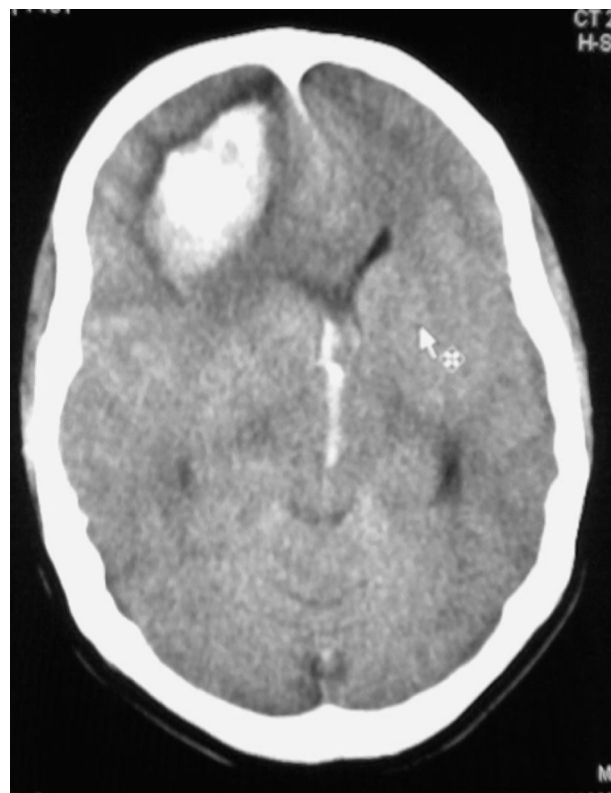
Tomografía simple de cráneo mostrando hematoma intracerebral frontoparietal derecho con gran efecto de masa y signos de herniación subfalcina.
